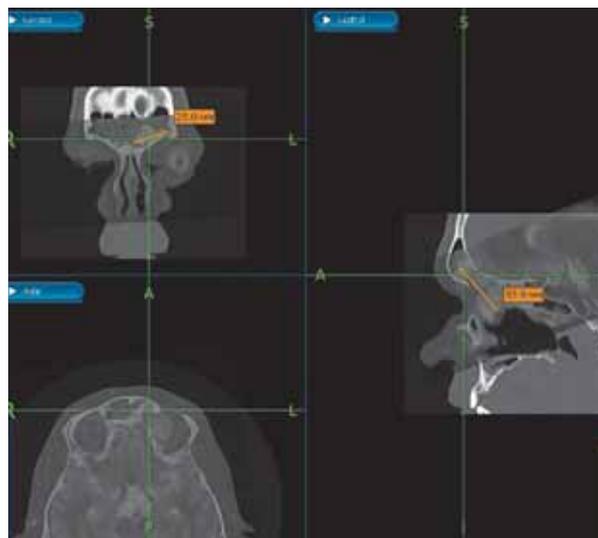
Снимок с экрана навигационной станции: режим совмещения КТ и МРТ с применением дополнительной функции измерения патологического субстрата.
